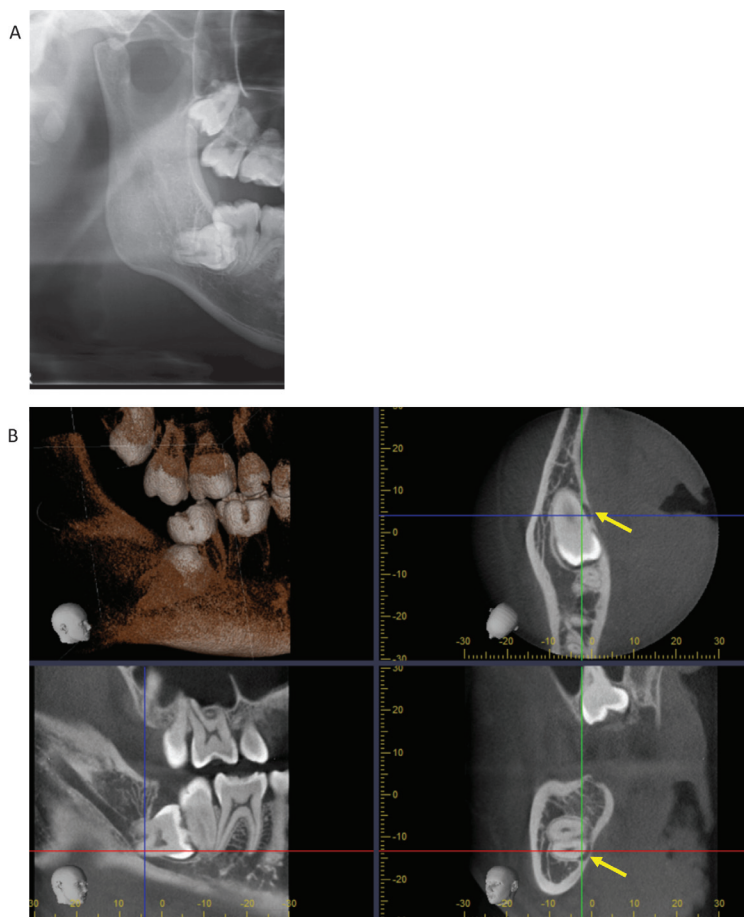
(A) The cropped panoramic radiograph of impacted tooth 48 reveals darkening sign of roots, (B) The CBCT image of impacted tooth 48 reveals lingually displaced inferior alveolar canal and thinning lingual cortical plate (arrow).
